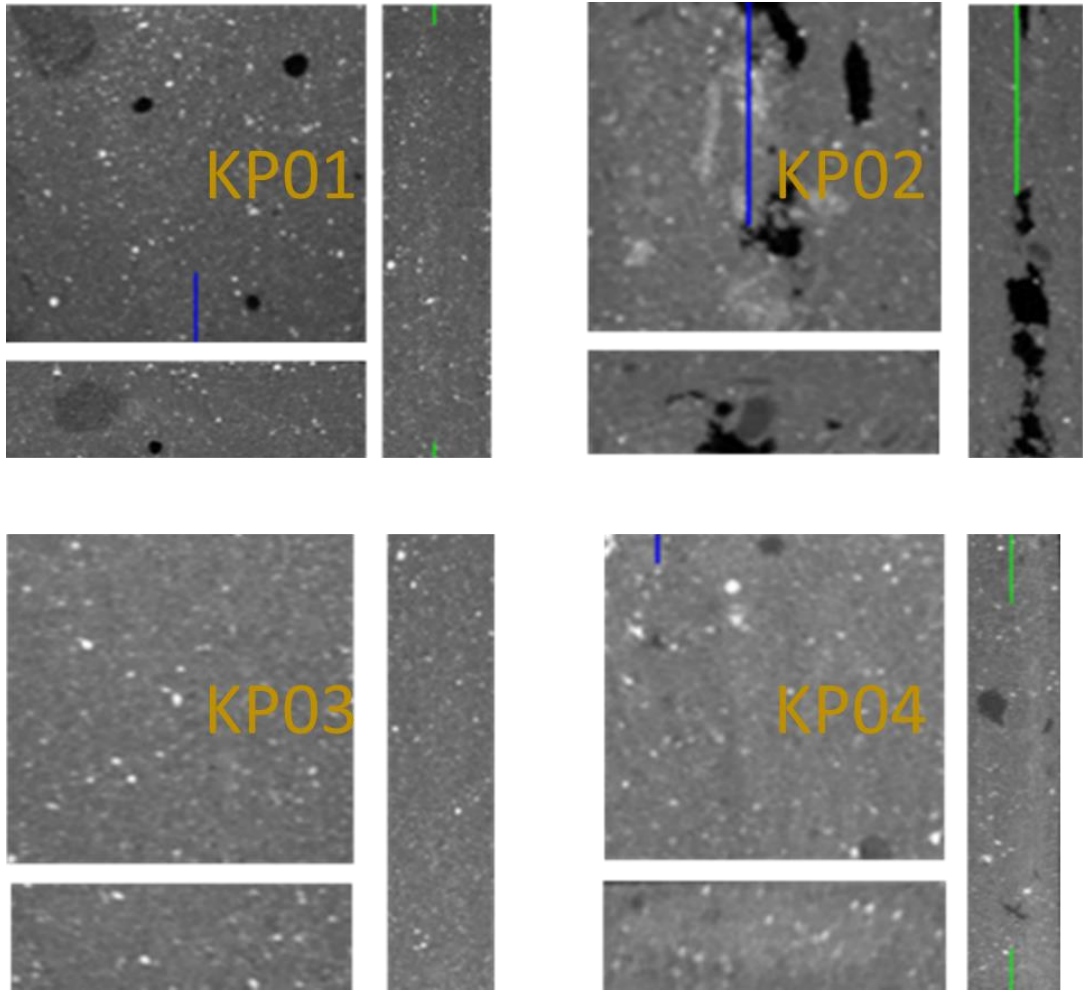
Plakaların geniş üst yüzeylerinin  $\mu$ -CT görüntüsü.
